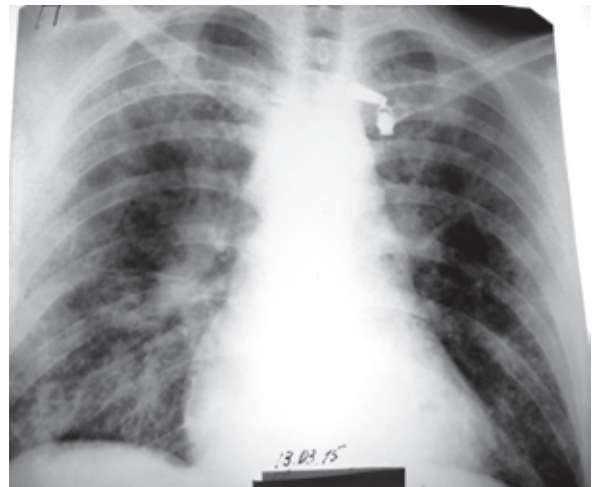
Рентгенография органов грудной клетки от 13.03.2015 г. (описание в тексте)
